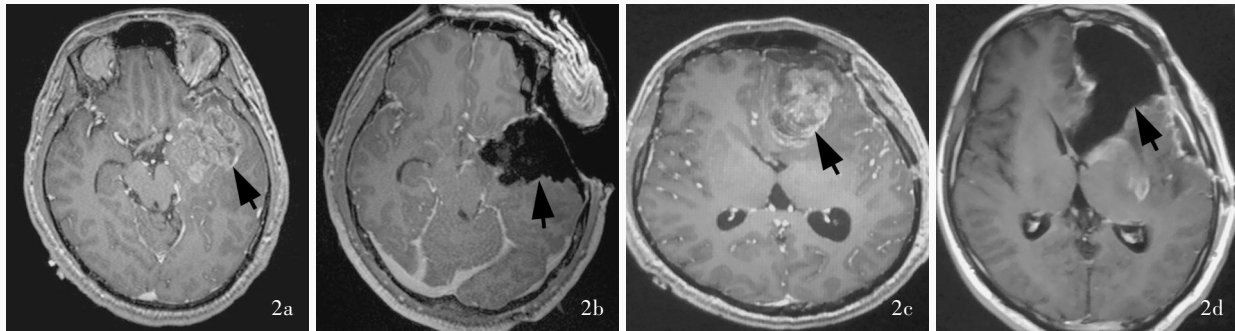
例 2 患者手术前后头部 MRI 检查所见 2a 首次术前(2018 年 5 月 4 日)横断面增强 T₁WI 显示左侧颞叶肿瘤(箭头所示) 2b 首次术后(2018 年 5 月 11 日)横断面增强 T₁WI 显示肿瘤全切除(箭头所示) 2c 第二次术前(2018 年 7 月 10 日)横断面增强 T₁WI 显示左侧额叶复发肿瘤(箭头所示) 2d 第二次术后(2018 年 7 月 20 日)横断面增强 T₁WI 显示左侧额叶复发肿瘤次全切除(箭头所示)
